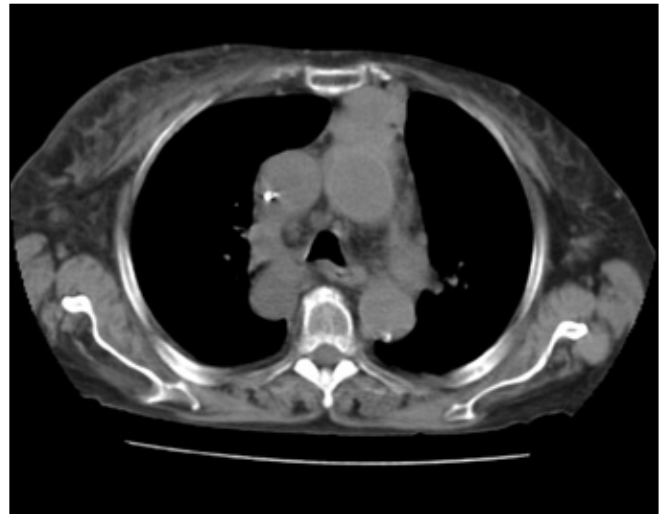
TC torace. Tumefazione del mediastino anteriore compatibile con timoma.
